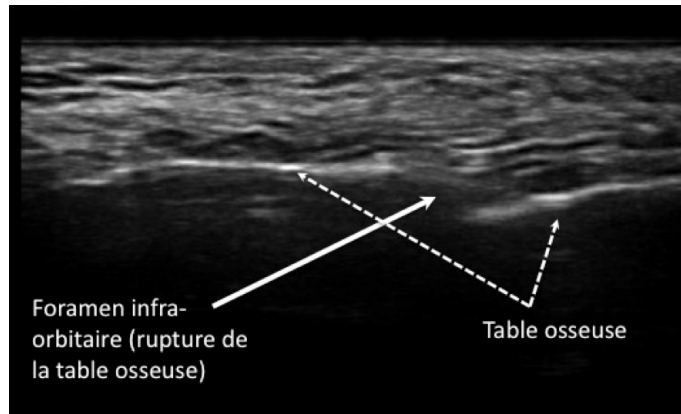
Bloc infra-orbitaire, échographie.
